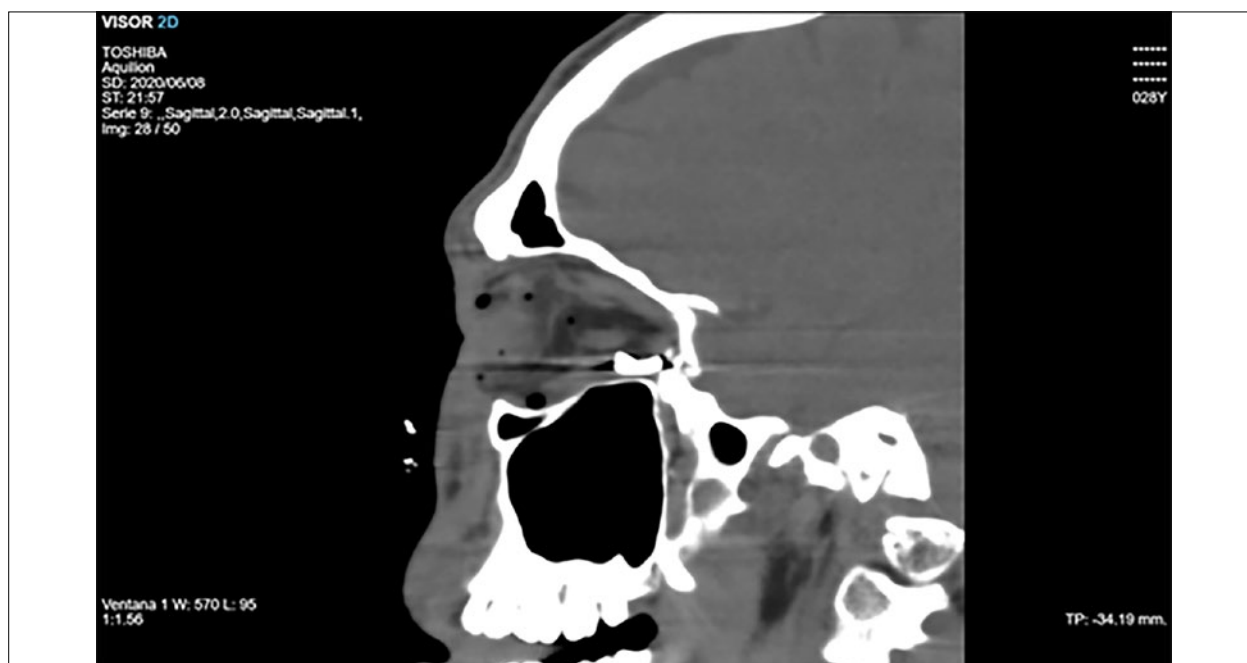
Visualización de la bala en la cavidad orbitaria mediante imagen TAC.
